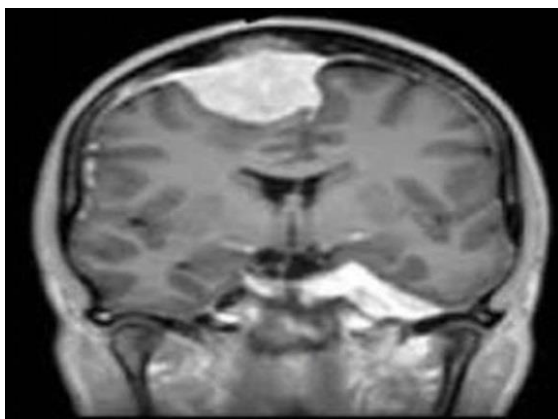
IRM T1 Gado-Méningiome.
